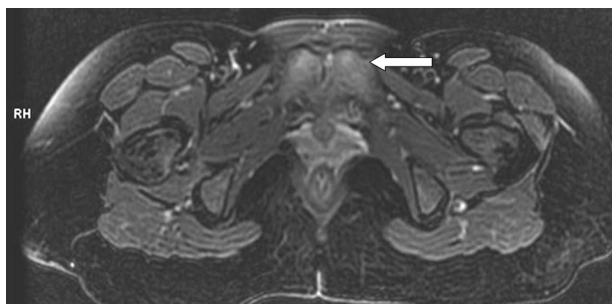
RMN. Imagen axial de pelvis, potenciada en T2 con supresión grasa, que presenta (flecha blanca) edema óseo en ambos pubis con incongruencia articular y esclerosis del lado izquierdo compatible con osteítis púbica posparto.
